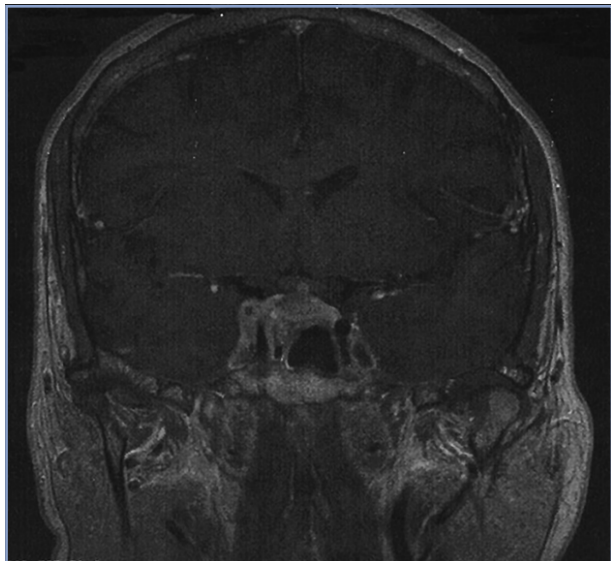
Resonancia Magnética que demuestra macroadenoma hipofisario que invade el seno cavernoso derecho.
